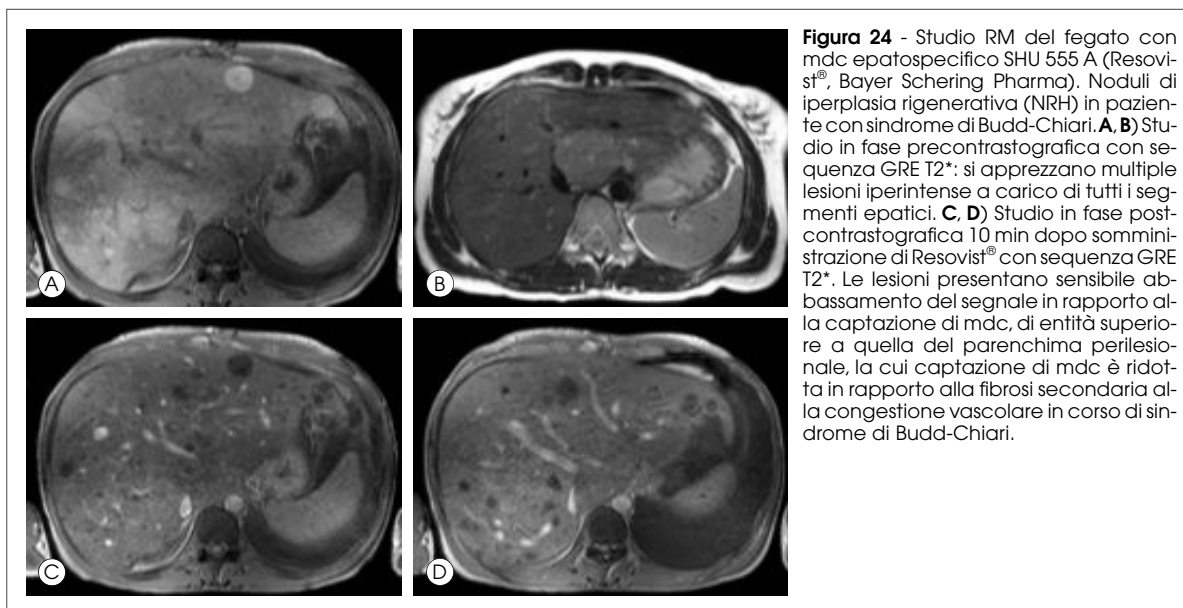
Studio RM del fegato con mdc epatospecifico SHU 555 A (Resovist[®], Bayer Schering Pharma). Noduli di iperplasia rigenerativa (NRH) in paziente con sindrome di Budd-Chiari. A, B) Studio in fase precontrastografica con sequenza GRE T2*: si apprezzano multiple lesioni iperintense a carico di tutti i segmenti epatici. C, D) Studio in fase postcontrastografica 10 min dopo somministrazione di Resovist[®] con sequenza GRE T2*. Le lesioni presentano sensibile abbassamento del segnale in rapporto alla captazione di mdc, di entità superiore a quella del parenchima perilesionale, la cui captazione di mdc è ridotta in rapporto alla fibrosi secondaria alla congestione vascolare in corso di sindrome di Budd-Chiari.
